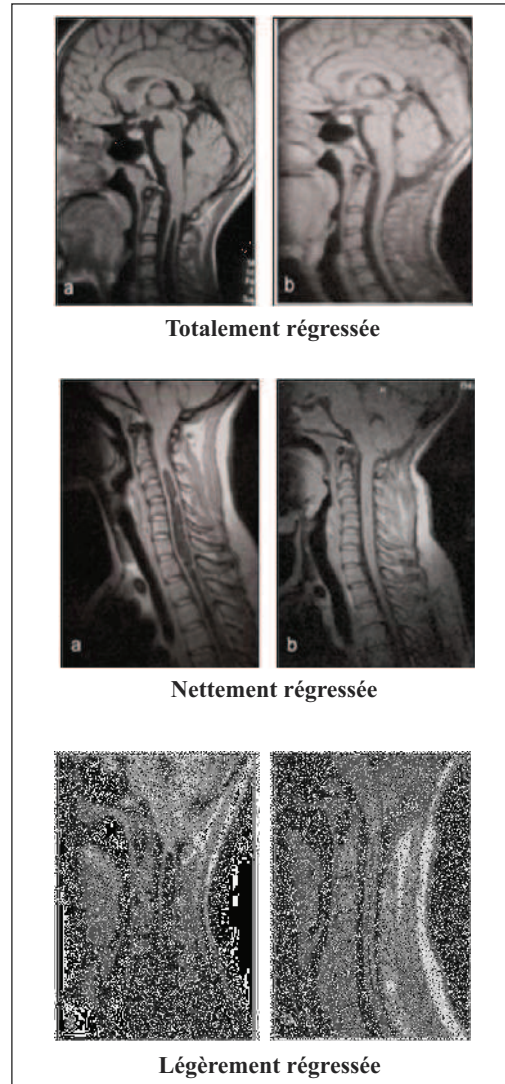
Résultats post opératoires à l'IRM
